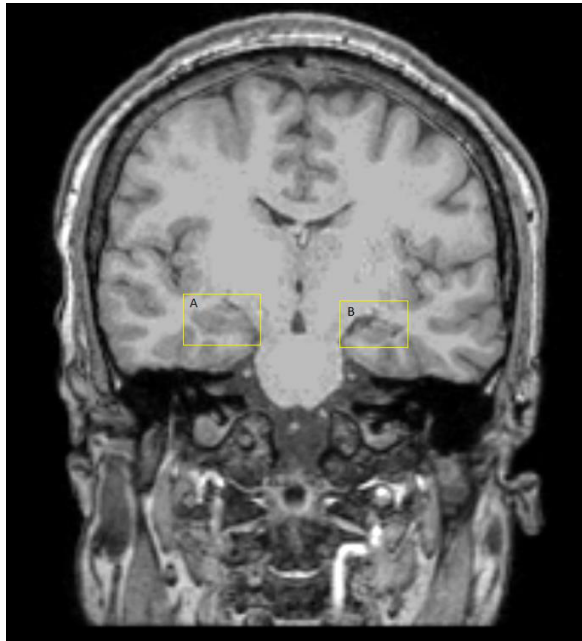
Corte coronal de MRI T1 de paciente con EH izquierda. A: hipocampo normal. B: hipocampo con esclerosis.
